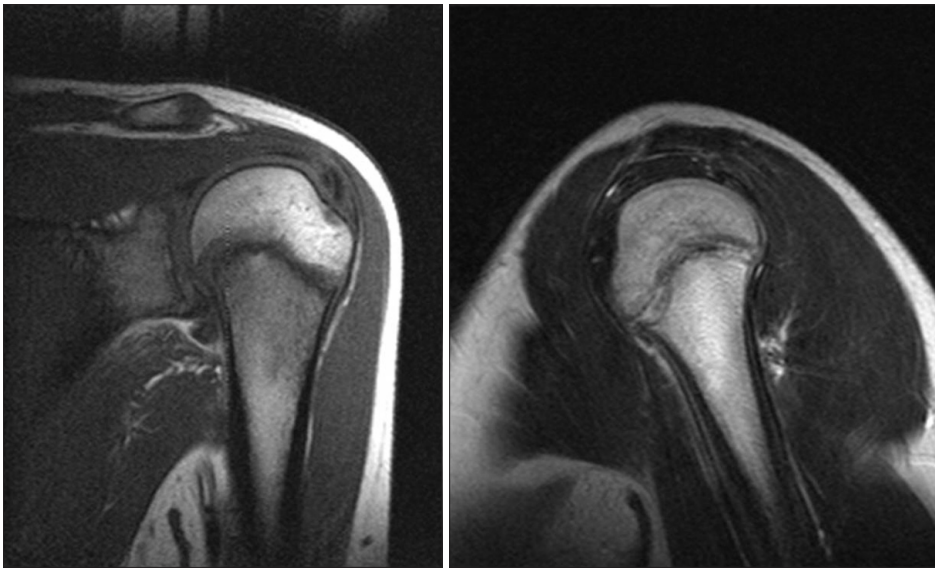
Left shoulder MRI shows widening of physis in T1WI and abnormal high signal intensity of anterolateral aspect of metaphysis of proximal humerus in T2WI.
